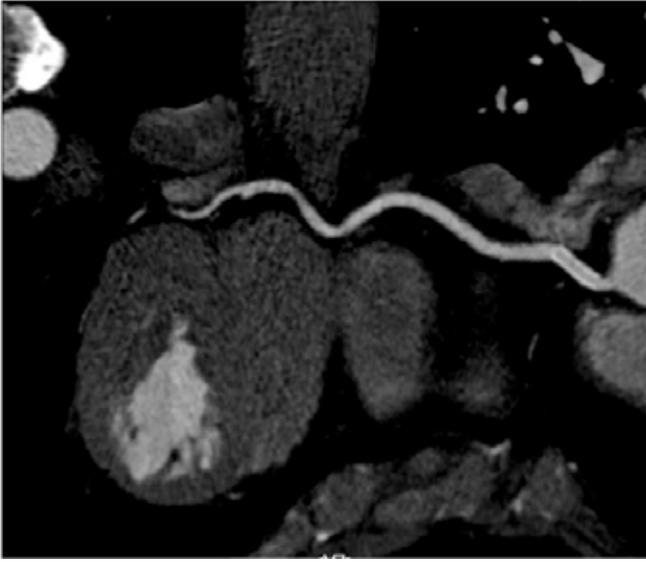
Reconstrucción en plano curvo de arteria coronaria derecha en angio TC. Se evidencia permeabilidad del stent en sector proximal dicha arteria (flecha).
